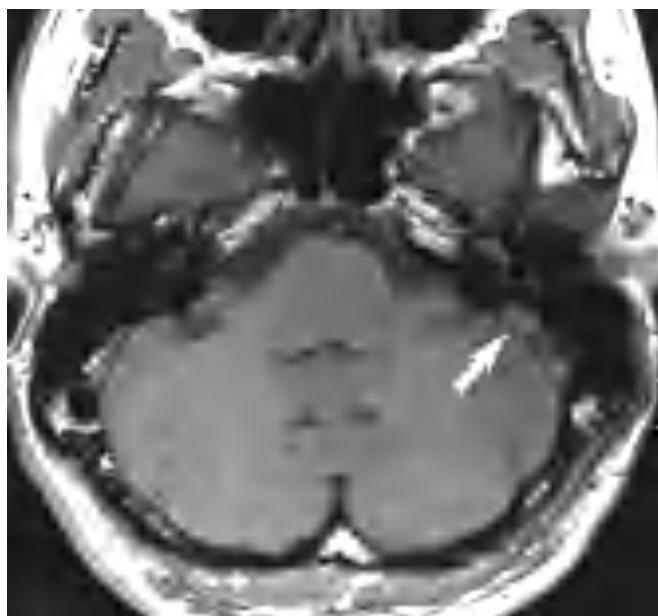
Corte axial de resonancia magnética cerebral. Secuencia potenciada en T1. Lesión de 15 × 10 mm de diámetro máximo localizada posterior e inferiormente al conducto auditivo interno. La lesión (flecha) es isointensa con respecto al parénquima cerebral.
